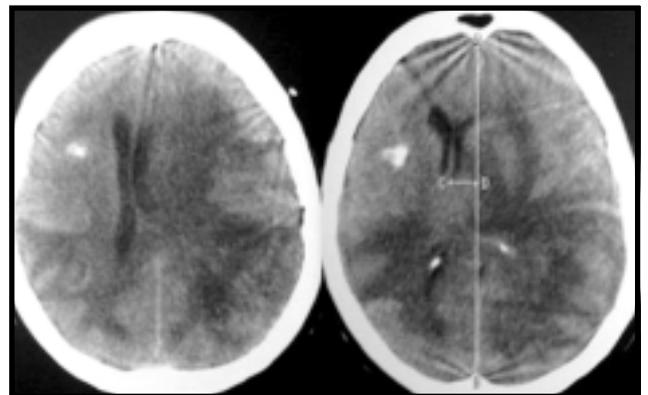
TAC cerebral a los 10 meses del diagnóstico que evidencia edema cerebral difuso con severo desplazamiento de la línea media.
